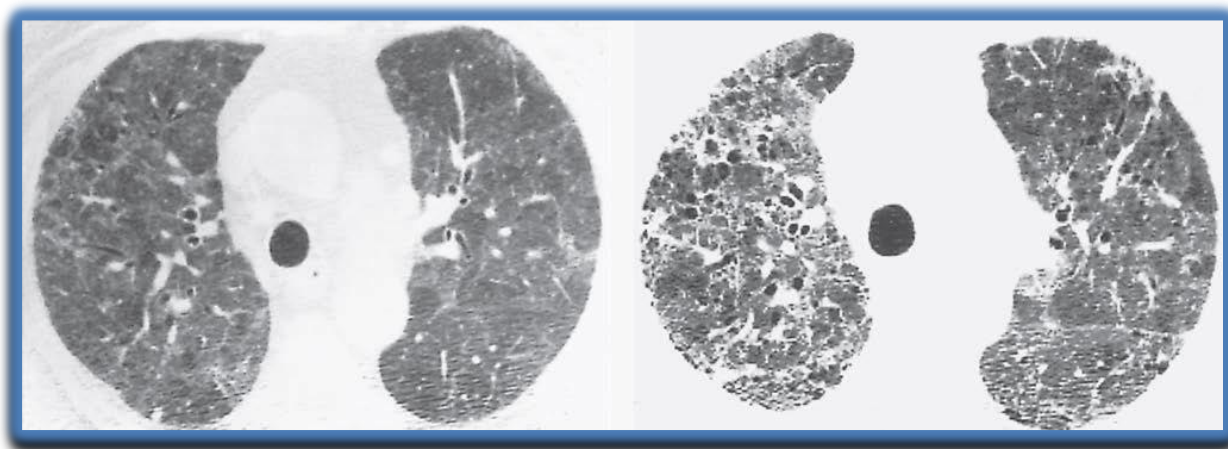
HRCT toraksi në pacient me NSIP. Burimi: HRCT toraksi edicioni i V-të
